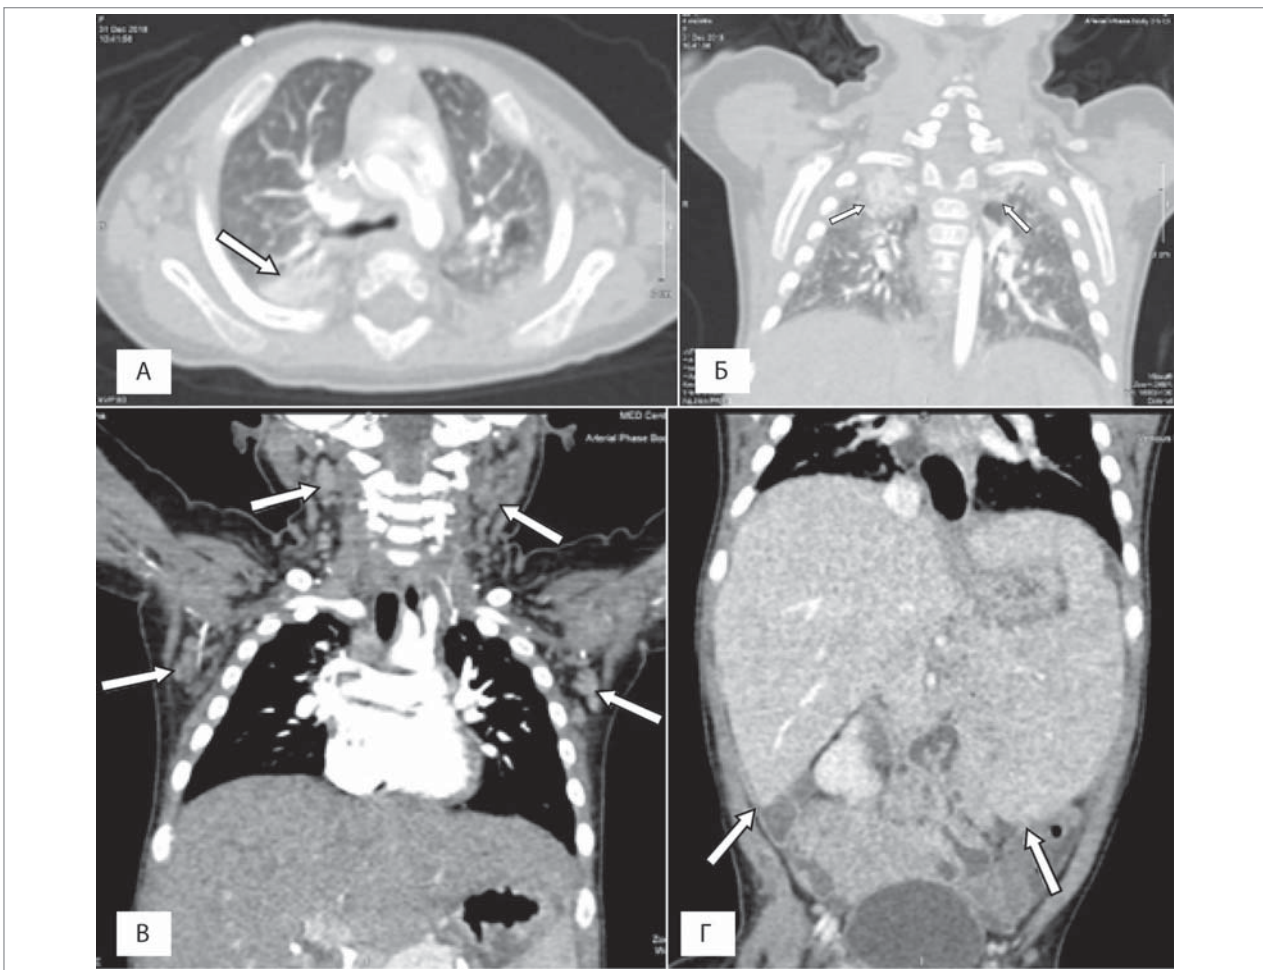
Комп'ютерна томографія у пацієнта №2: а-б — ділянки ущільнення легеневої тканини; в — шийна аксиллярна лімфаденопатія; г — гепатоспленомегалія
